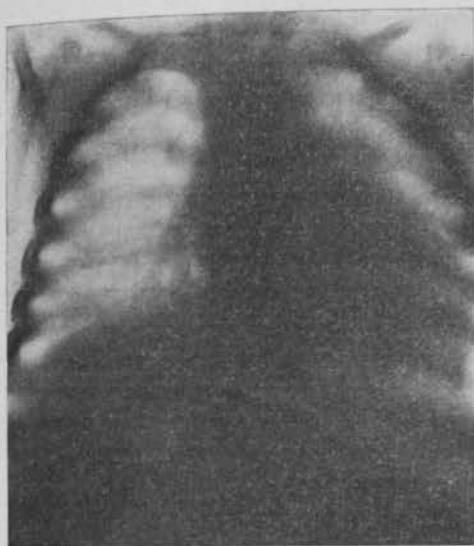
La misma enfermita señala en tomografía (7 cm. dorso) claras adenopatías hiliares.
